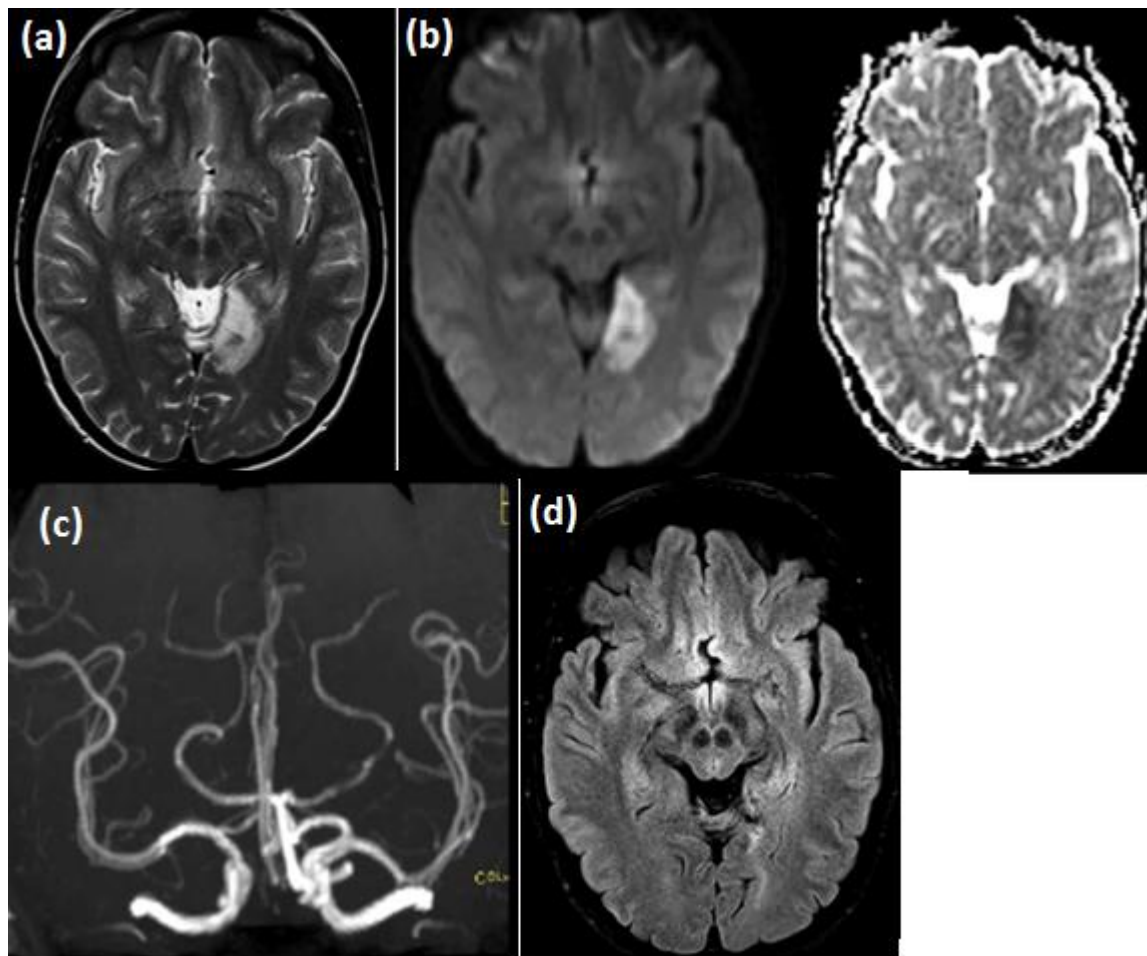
IRM migraine avec aura visuelle[105].
